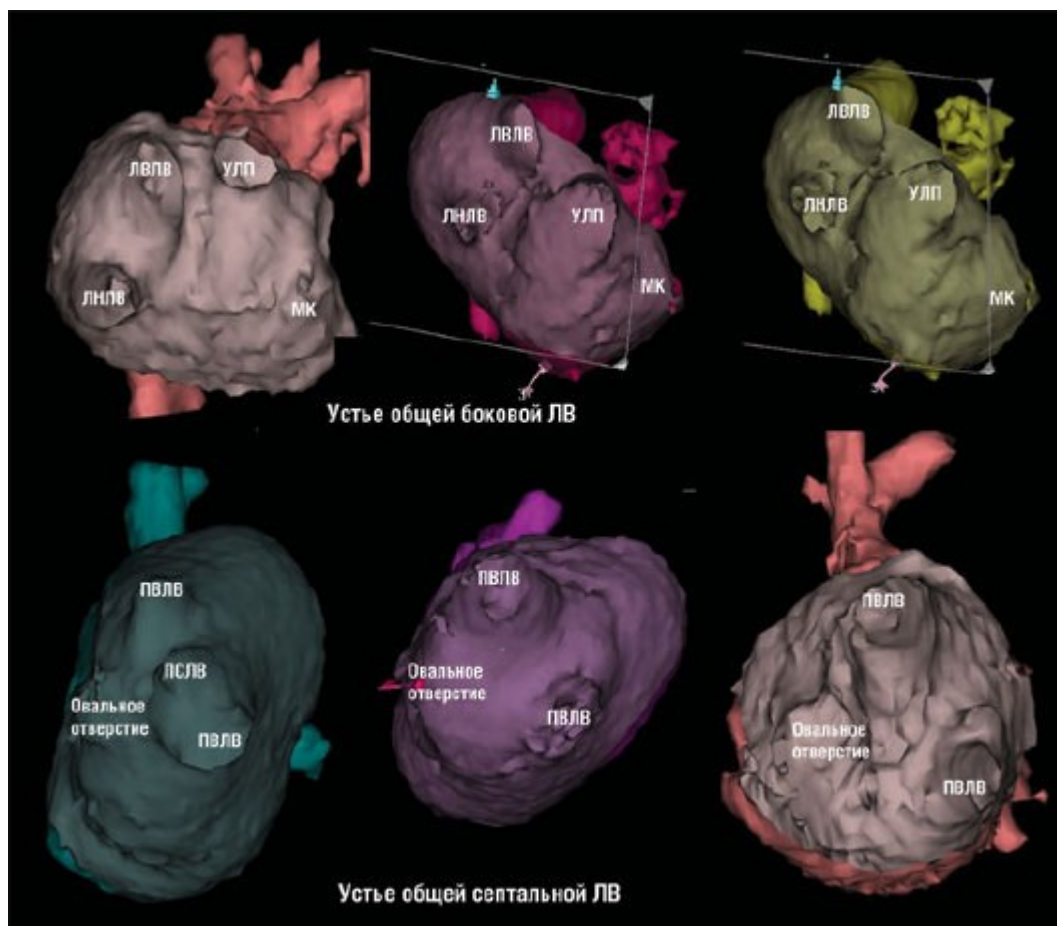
Изменчивая анатомия устьев легочных вен отражена на 3D-изображении (магниторезонансная томография сердца). Верхний рисунок - боковые ЛВ, нижний рисунок - септальные ЛВ. ЛВЛВ - левая верхняя легочная вена; ЛНЛВ - левая нижняя легочная вена; МК - митральный клапан; ПВЛВ - правая верхняя легочная вена; ПСЛВ - правая средняя легочная вена; УЛП - ушко левого предсердия.
